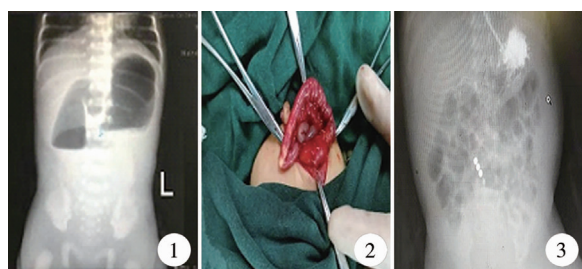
术前腹部立位 X 线平片 图 2 术中留置空肠营养管 图 3 术后复查的腹部立位 X 线平片
